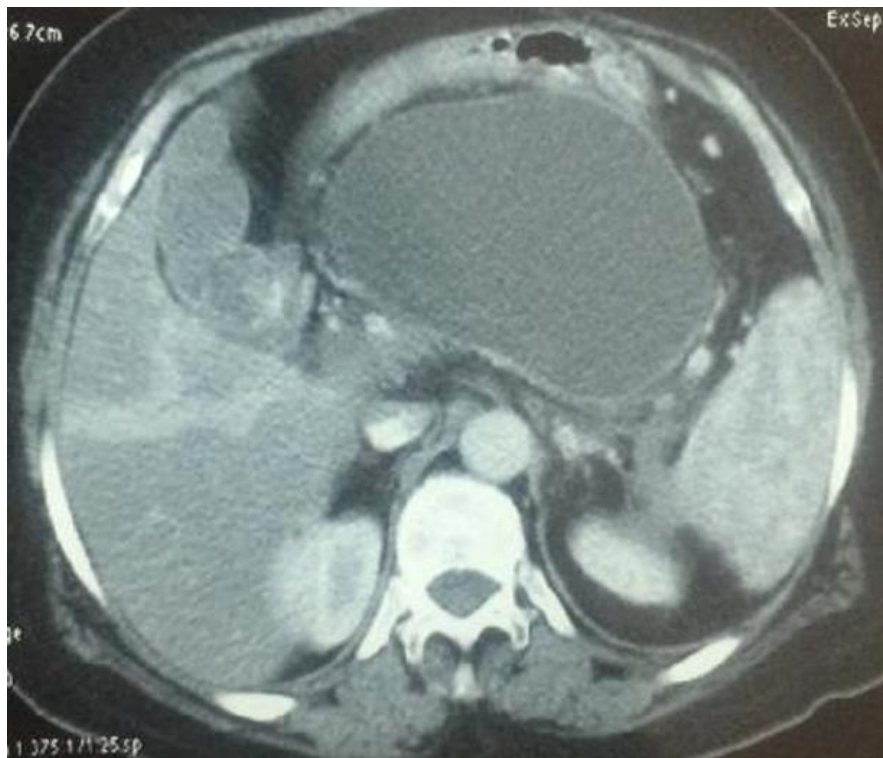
TDM abdominale chez un patient de notre étude montrant un PKP occupant le corps et la queue du pancréas.
